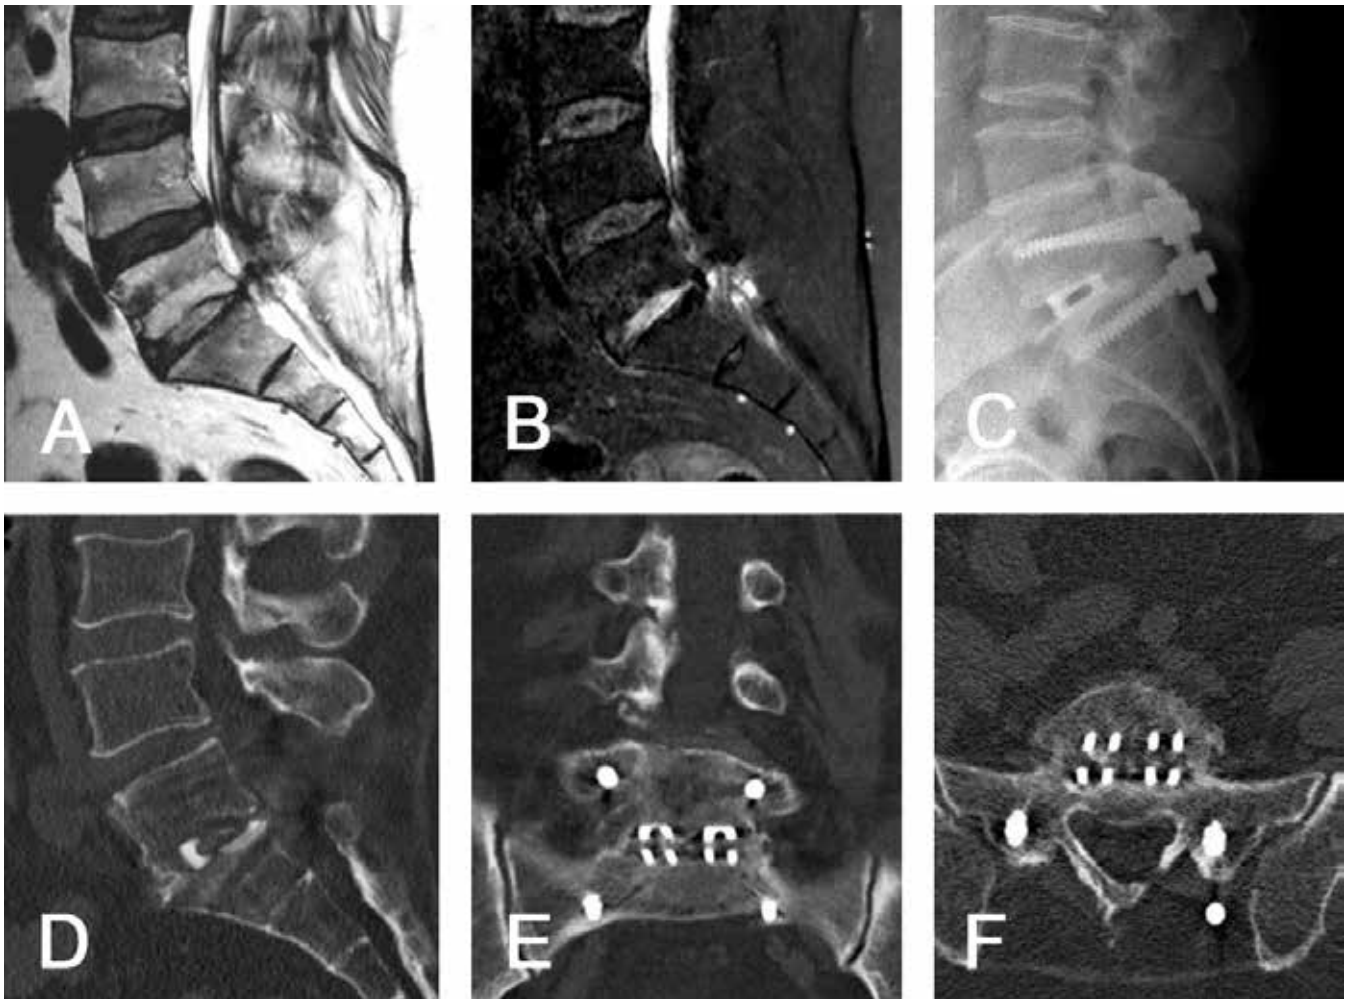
Pre-operative MRI scans in T2 weighted images (A) and Short Tau Inversion Recovery sequences (STIR, B) showing an infection in the intervertebral disc segment L5–S1, with epidural abscess in the spinal canal and in the left L5–S1 neural foramen, causing symptomatic compression of the left S1 root.
